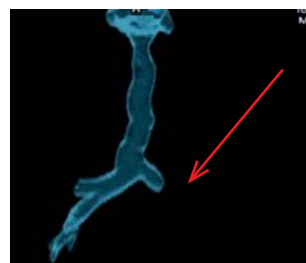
Пациент М., 2 года, с ИТ левого главного бронха: МСК-томограмма. Стрелкой указан обрыв бронхиальной проводимости в месте ИТ
